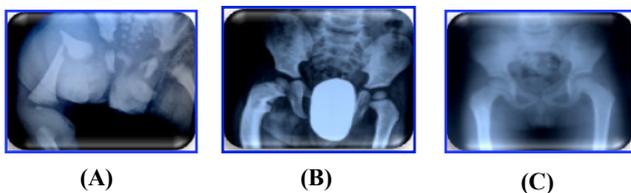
Radiographie d'une fracture obstétricale du fémur droit (A). Remodelage progressif à 2 ans (B), puis à 4 ans (C).
